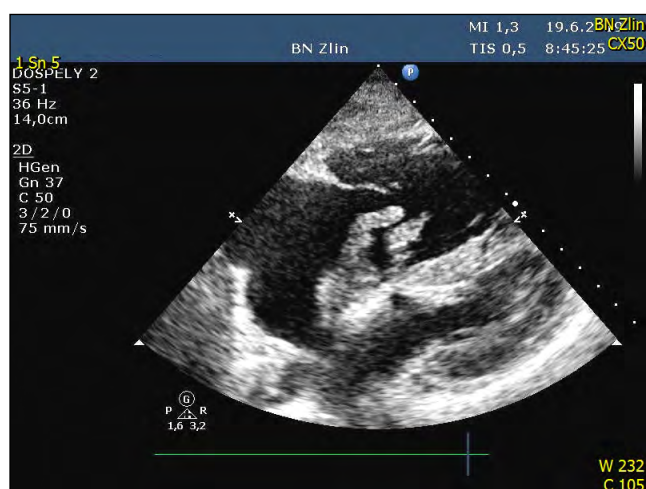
Vstupní echokardiografické vyšetření s průkazem trombu v pravé síni
